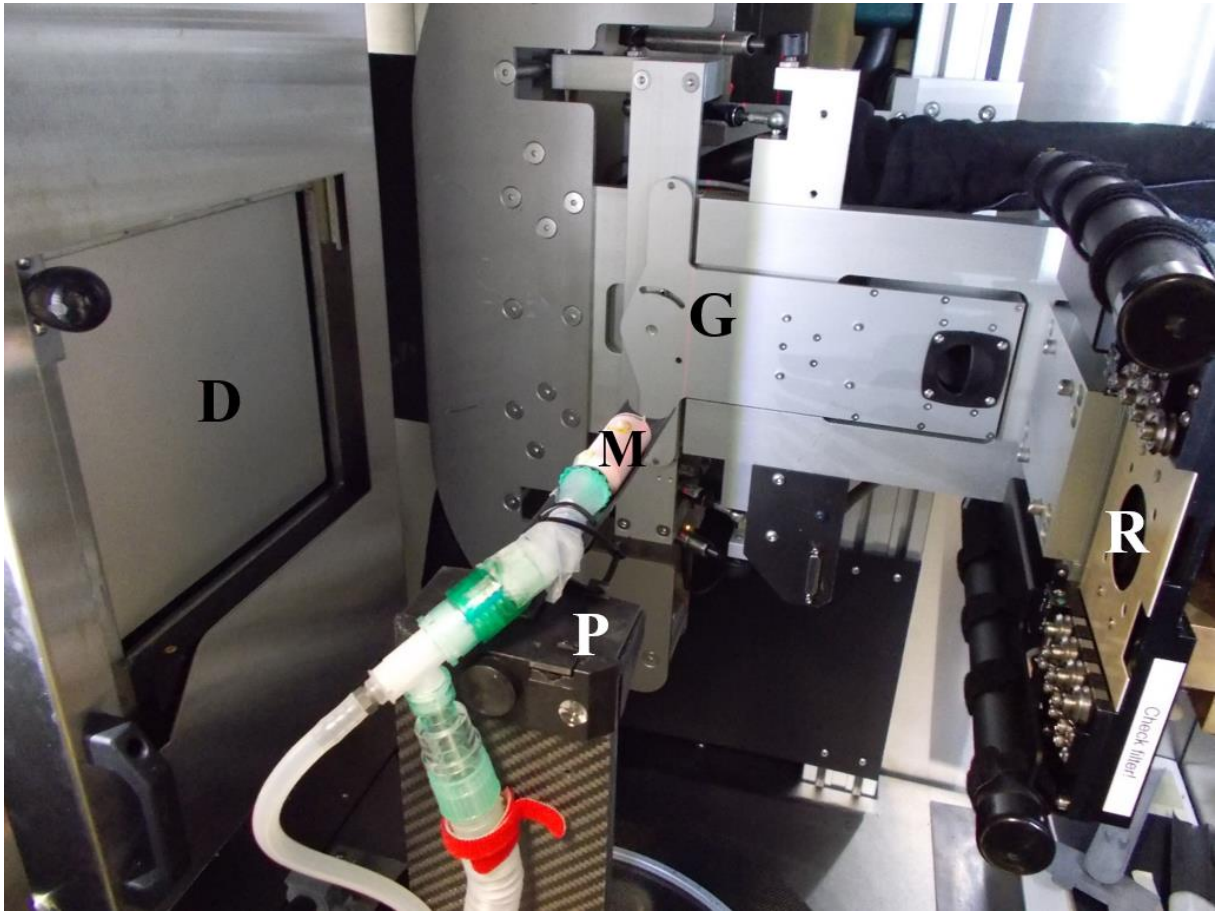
Zu sehen ist der Aufbau des SARRP zur Bildgebung einer Maus. Zu erkennen ist die Gantry (G), auf der die Röntgenquelle (R) befestigt ist. Die Maus (M) befindet sich hierbei auf dem Mausbett mit einer Vernebelungsanlage zur Narkose, das auf einer verschiebbaren und rotierbaren Plattform montiert ist. Der Detektor (D) befindet sich gegenüber der Röntgenquelle.
